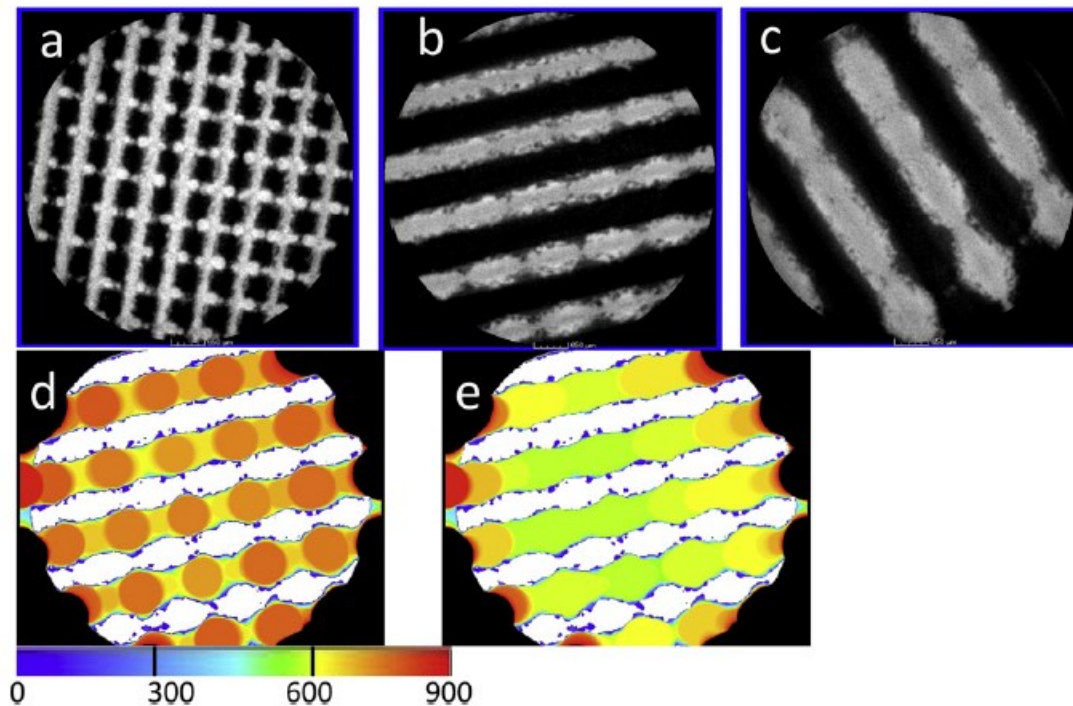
Immagini tomografiche computerizzate a raggi X per ciascun campione: a) P300, b) P600 e c) P900.
